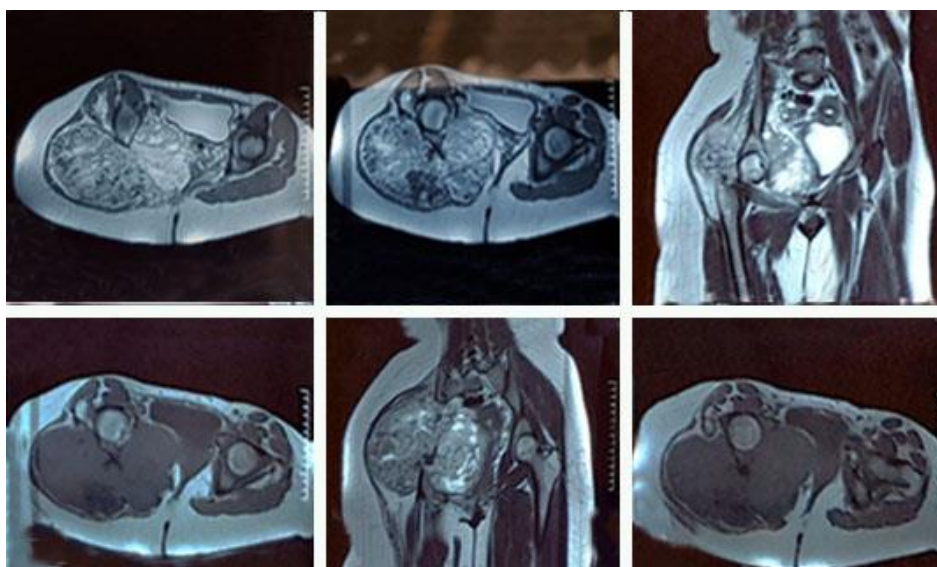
Cortes sagitales y axiales de la resonancia magnética.
